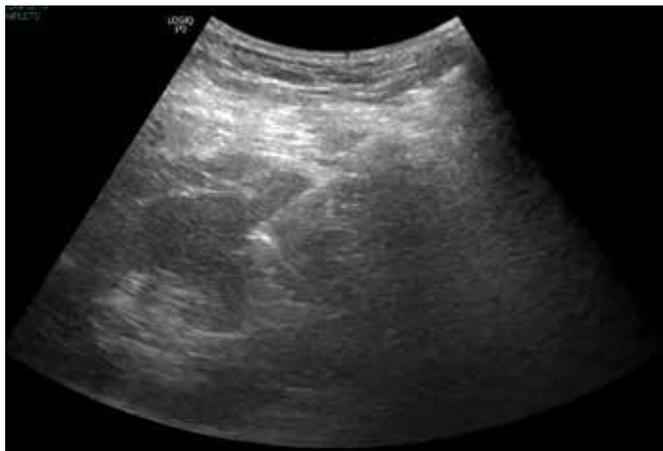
Kidney tumor biopsy under ultrasound guidance.
